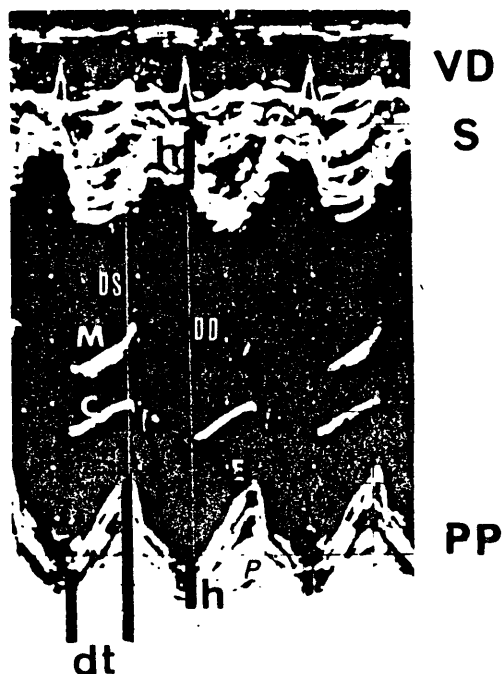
Mediciones efectuadas a partir del ecocardiograma ventricular izquierdo: DD = diámetro diastólico; DS = diámetro sistólico; h = espesor parietal; dt = tiempo de desplazamiento del endocardio de la pared posterior. VD = ventrículo derecho; S = septo interventricular; M = "rastros" mitrales; C = cuerdas tendinosas; E = endocardio; P = pericardio; PP = pared posterior.
